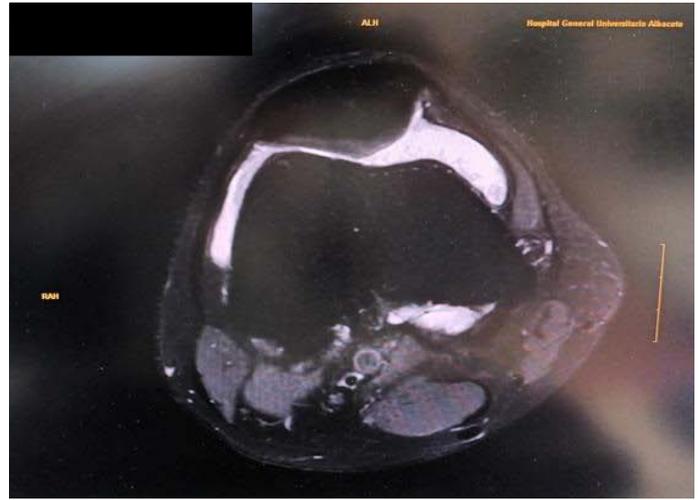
Imagen de RMN evidenciando la presencia de unas vellosidades hipointensas en la superficie sinovial.
